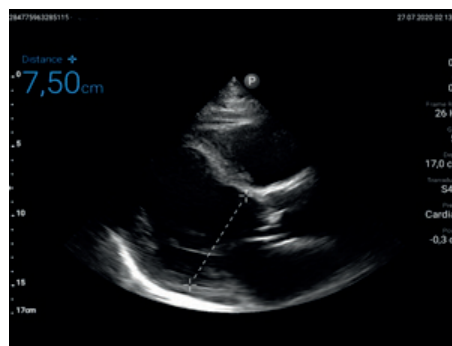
Дилатация ЛЖ по данным УЗИ-ассистированного осмотра.
